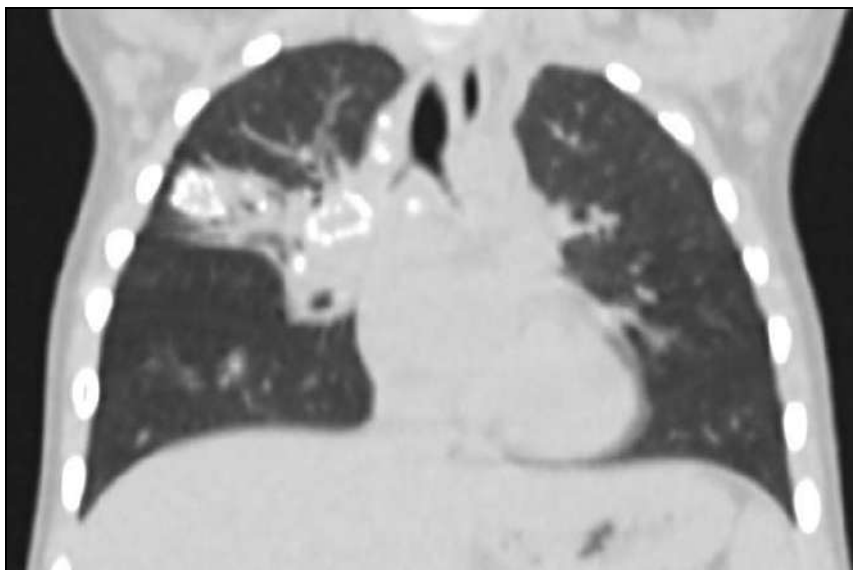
Компьютерная томография грудной клетки мальчика Л., 2х лет
